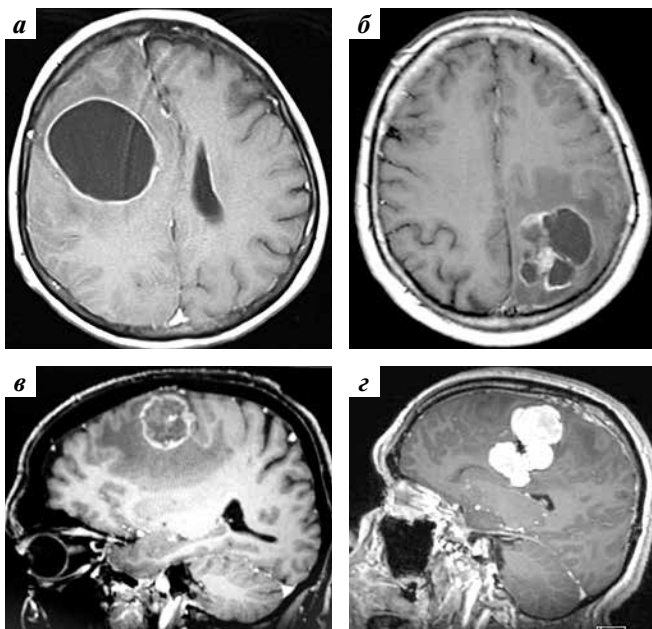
Магнитно-резонансная томография головного мозга (режим T1 с контрастным усилением). Церебральные метастазы: а – кистозные (аксиальная проекция); б – солидно-кистозные (аксиальная проекция); в – солидно-некротические (сагиттальная проекция); г – солидные с кровоизлиянием (сагиттальная проекция)
